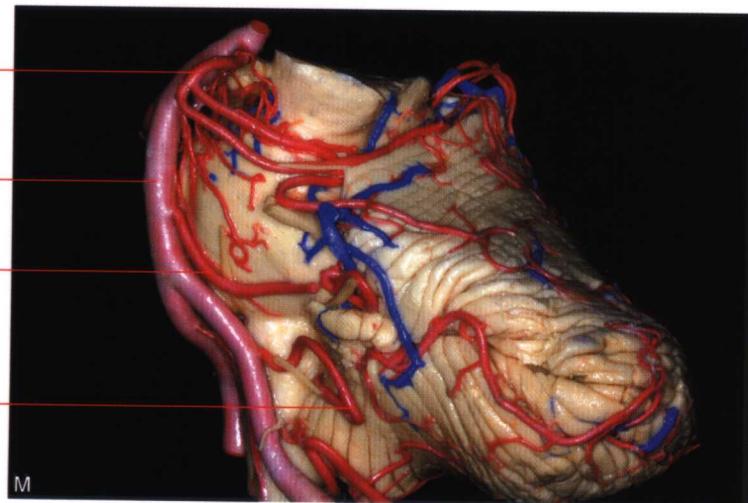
正常小脑 MRI (T_1 WI) 与解剖标本
